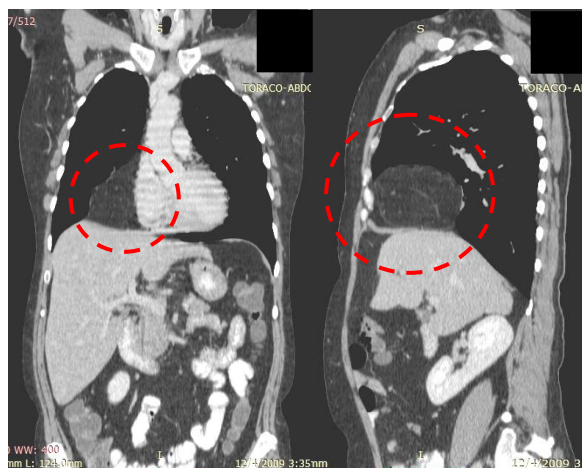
Computer tomografie (secțiune coronală și sagitală): formațiune de 95 x 130 x 80 mm, precis delimitată, cu structură omogenă, cu densități negative (țesut adipos), localizată anterior în mediastinul inferior și mijlociu
